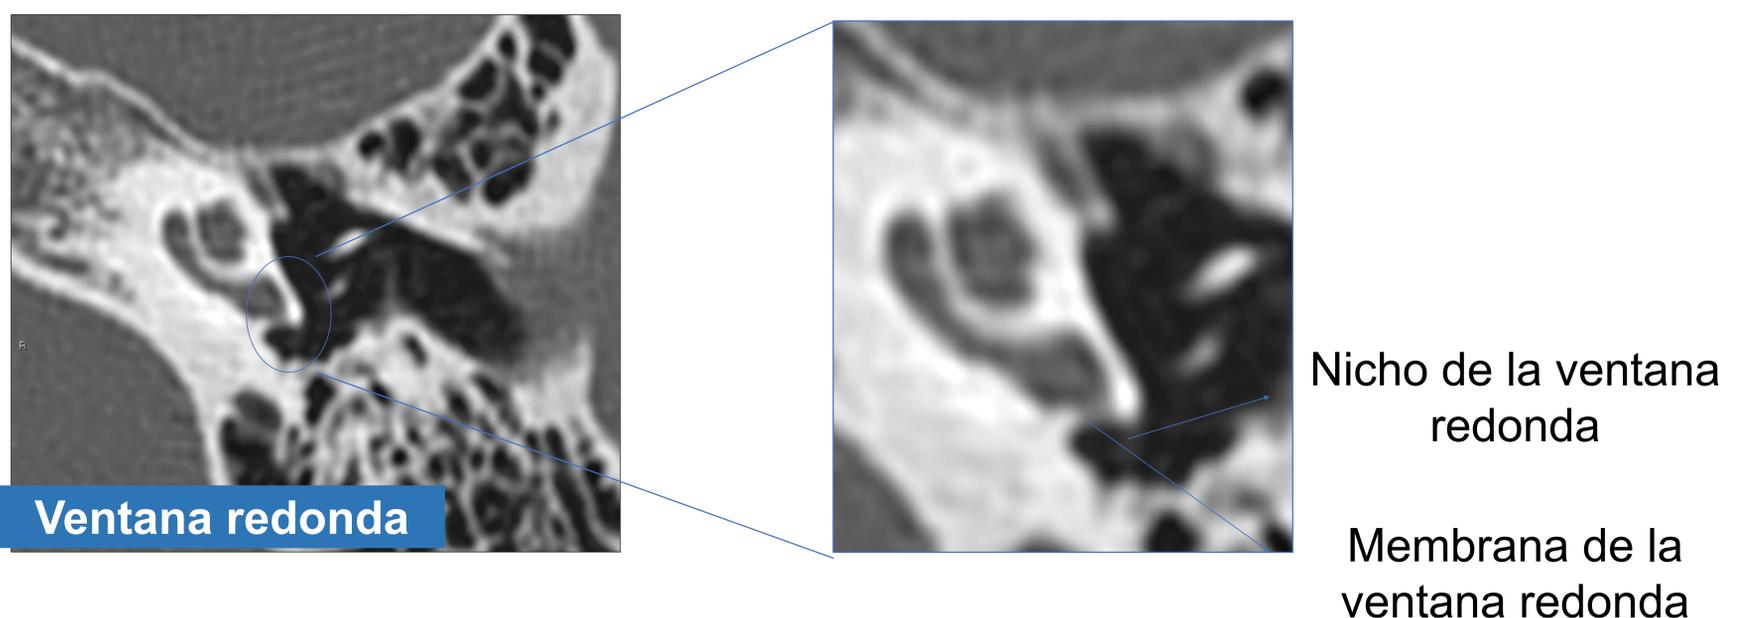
Imágenes de TC en plano axial de oído. Se señala la ventana redonda y sus partes: nicho y membrana.
